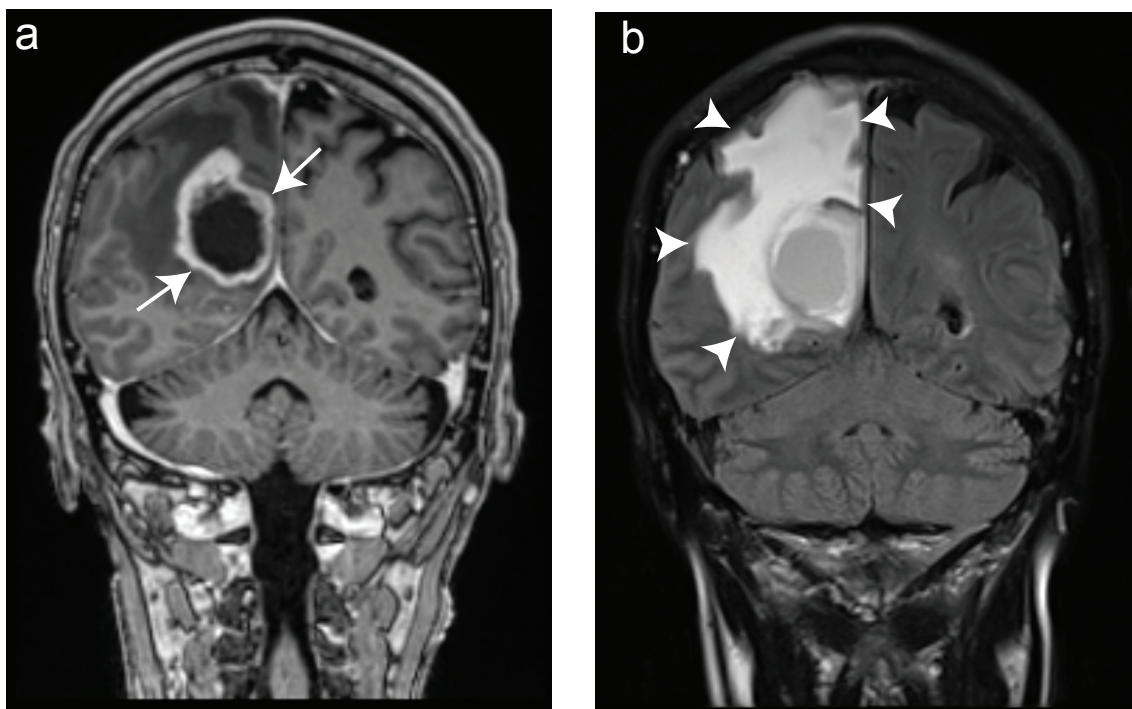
Patient mit Glioblastom im rechten Parietallappen. a) Der Tumor stellt sich durch eine ringförmige Kontrastmittelaufnahme in der rechten Hemisphäre dar (Pfeile). Er verlegt teilweise den rechten Seitenventrikel. MRT-Aufnahme in Koronarebene in T1-Wichtung nach Kontrastmittelinjektion. b) In der FLAIR-Sequenz zeigt sich ein großes perifokales Ödem (Pfeilspitzen). MRT-Aufnahme in Koronarebene in T2-Wichtung mit FLAIR-Sequenz. FLAIR, *Fluid-attenuated inversion recovery* (Aufnahmen von Joanna Pocij, Klinik und Hochschulambulanz für Radiologie, Charité-Universitätsmedizin Berlin, Campus Benjamin Franklin).
